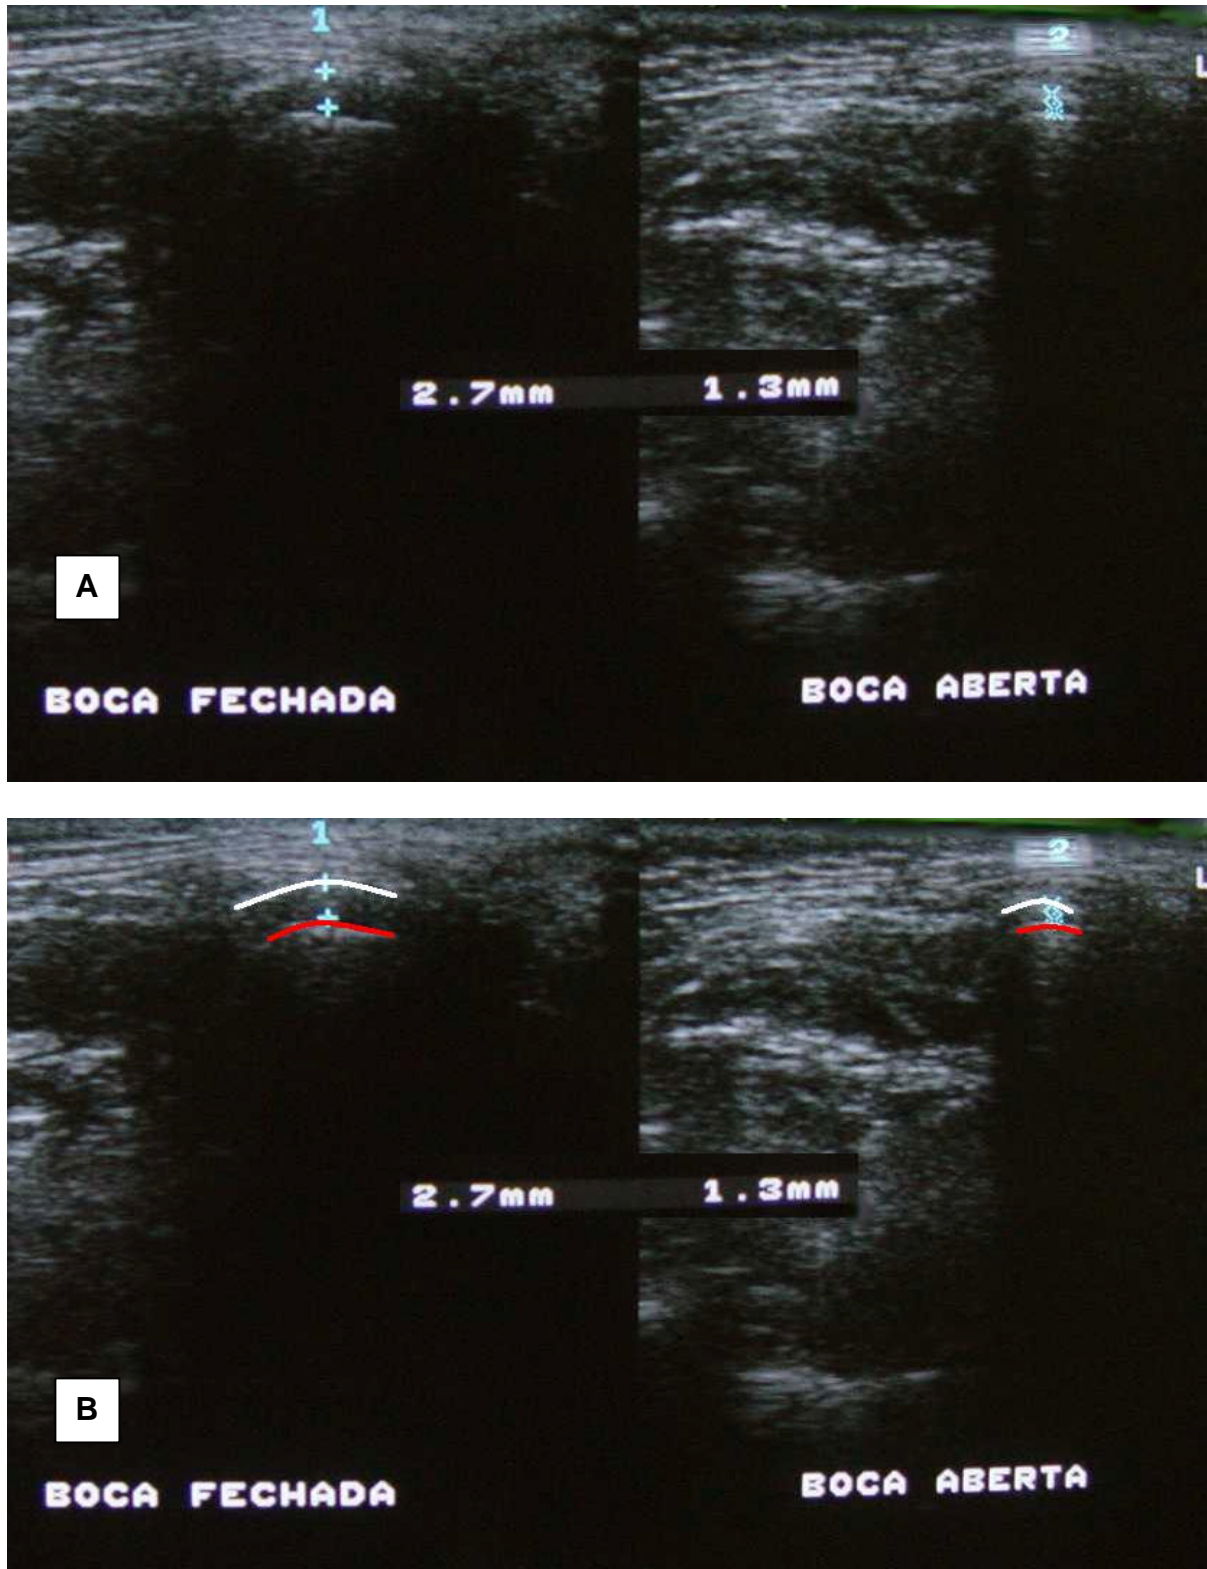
A) USG em corte axial de ATM esquerda, com deslocamento lateral do disco com redução (Caso 3). A medida da *distância cápsula lateral-côndilo* (1= 2,7 mm) é menor do que 4 mm, valor considerado por Hayashi et al. (2001) como ponto de corte para o diagnóstico do deslocamento do disco com componente lateral. Porém, além da distância com a boca aberta diminuir para 1,3 mm (2), esta redução é súbita na análise dinâmica das imagens, podendo indicar deslocamento com redução. O topo da figura está orientado para lateral e a esquerda para anterior. B) Mesma imagem mostrada em (A), com o contorno da cápsula (branco) e do côndilo (vermelho)
